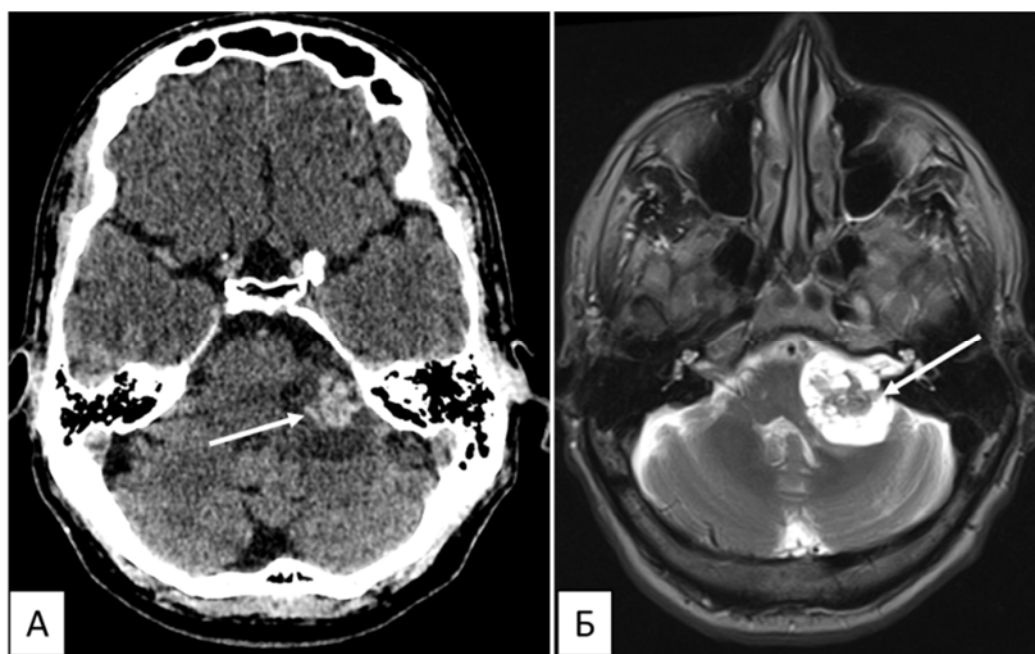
А, КТ головного мозга до операции (белой стрелкой указана внутриопухолевая гематома); Б, МРТ головного мозга до операции, кистозная невринома левого слухового нерва (тип В) с наличием кровоизлияния (указано белой стрелкой)
